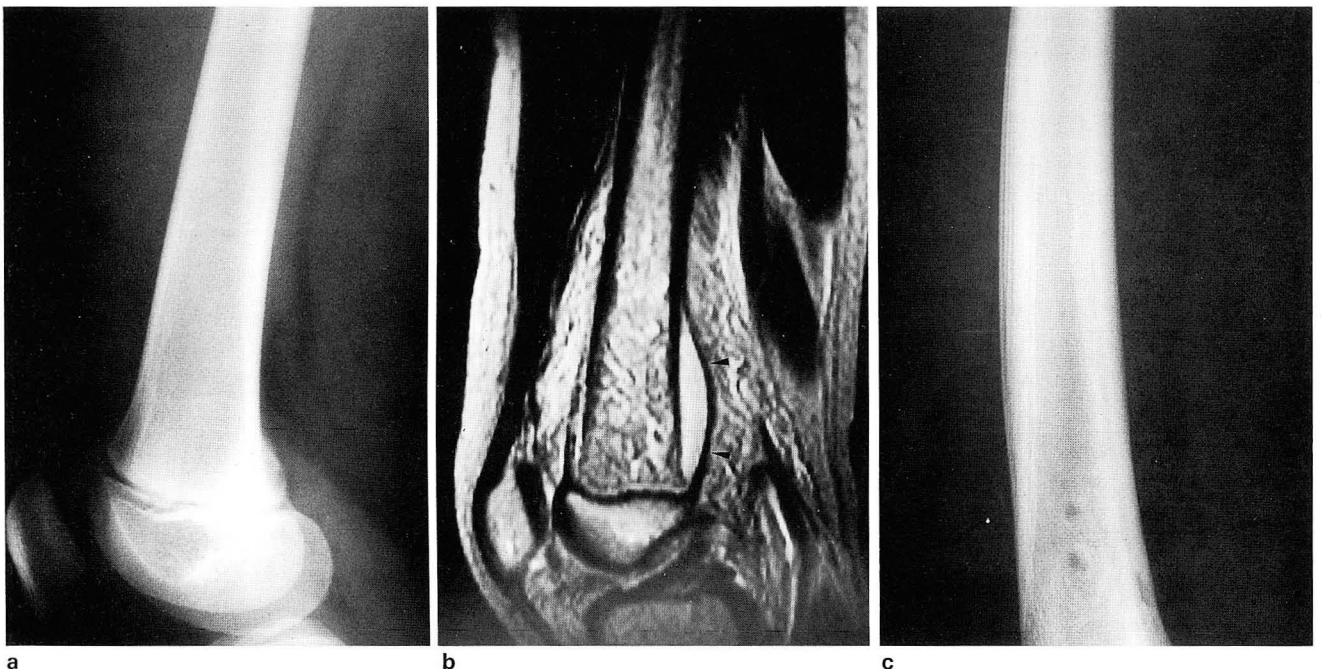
A 10 year-old girl with left leg pain for 3 days. The initial radiograph(a) is normal. T2 weighted sagittal MR image(b) reveals the subperiosteal abscess as a lesion of high signal intensity and linear low signal rim, representing periosteum (arrowheads). Twenty-four days follow up radiograph(c) demonstrates multiple lamellated periosteal reactions.
